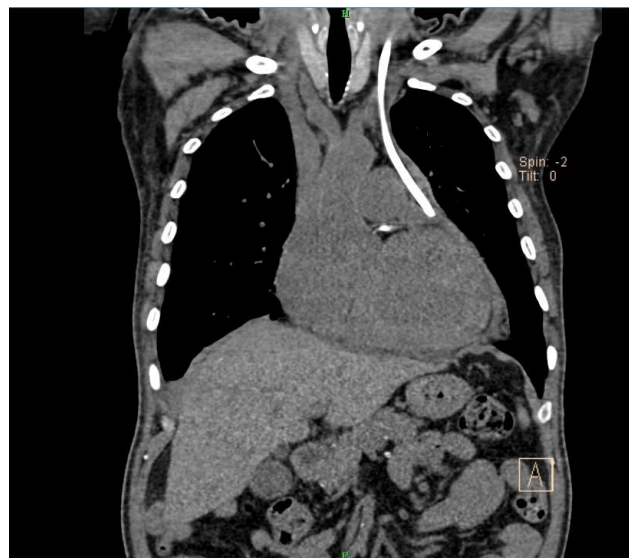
CT chest revealing the left IJV catheter in the pericardial space
